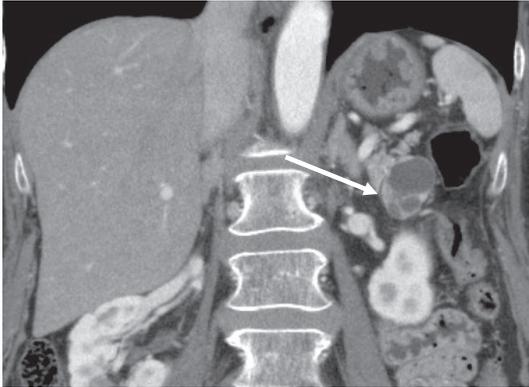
(嚢胞変性を伴う膵内分泌腫瘍 [NET], 造影 CT 膵実質相冠状断像)：膵尾部に充実成分と嚢胞成分の混在した腫瘍性病変を認める。病変下部の充実部は比較的強く造影されており(矢印), NET に特徴的な多血性腫瘍だと判断できる。
